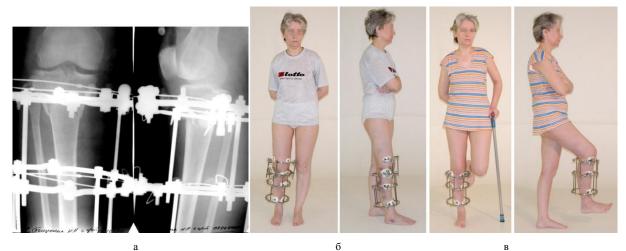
Рентгенограммы коленного сустава больной П. (a) и больная в процессе лечения (б) и после снятия проксимальной опоры с бедра (в)
